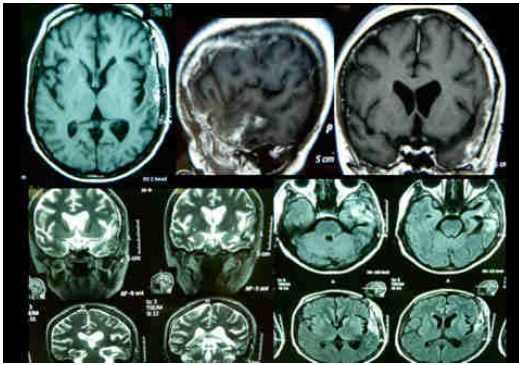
La RMN craneal con contraste, a las 8 semanas del post-operatorio se observa cambios post-quirúrgicos, sistema ventricular centrado, discreta captación en región cortical que fue interpretado como cambios post-quirúrgicos.
